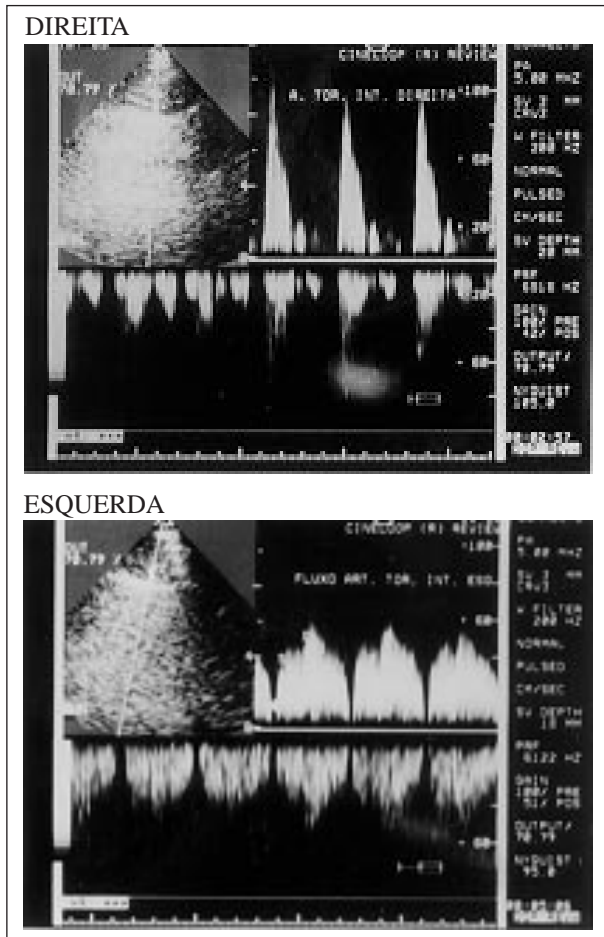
Eco-Doppler comparativo da a.torácica interna direita *in situ* - fluxo bifásico com velocidade máxima ocorrendo na sístole - e do enxerto de a.torácica interna esquerda para a artéria IVA - fluxo bifásico com velocidade máxima na diástole.
